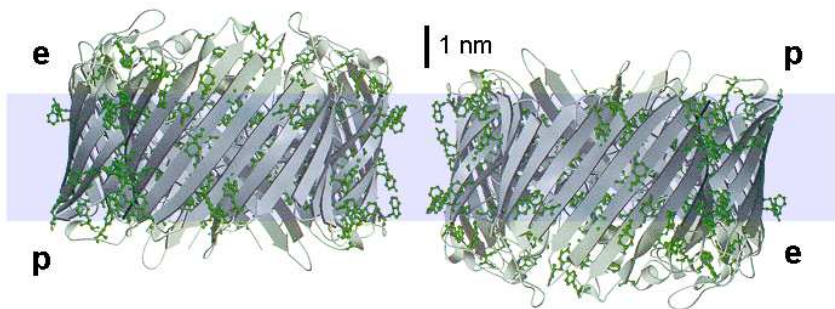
Modell bidirektionaler Rekonstitution von ScrY anhand der Röntgenstruktur des Trimers. Hier wurden die membrandurchspannenden hydrophoben Oberflächen beider Moleküle aneinandergelagt. Aromatische Reste grün; hydrophobe Zone (etwa 3 nm hoch) blau hinterlegt; p: periplasmatische, e: extrazelluläre Seite. (Quelle: Wolfram Welte, verändert).
